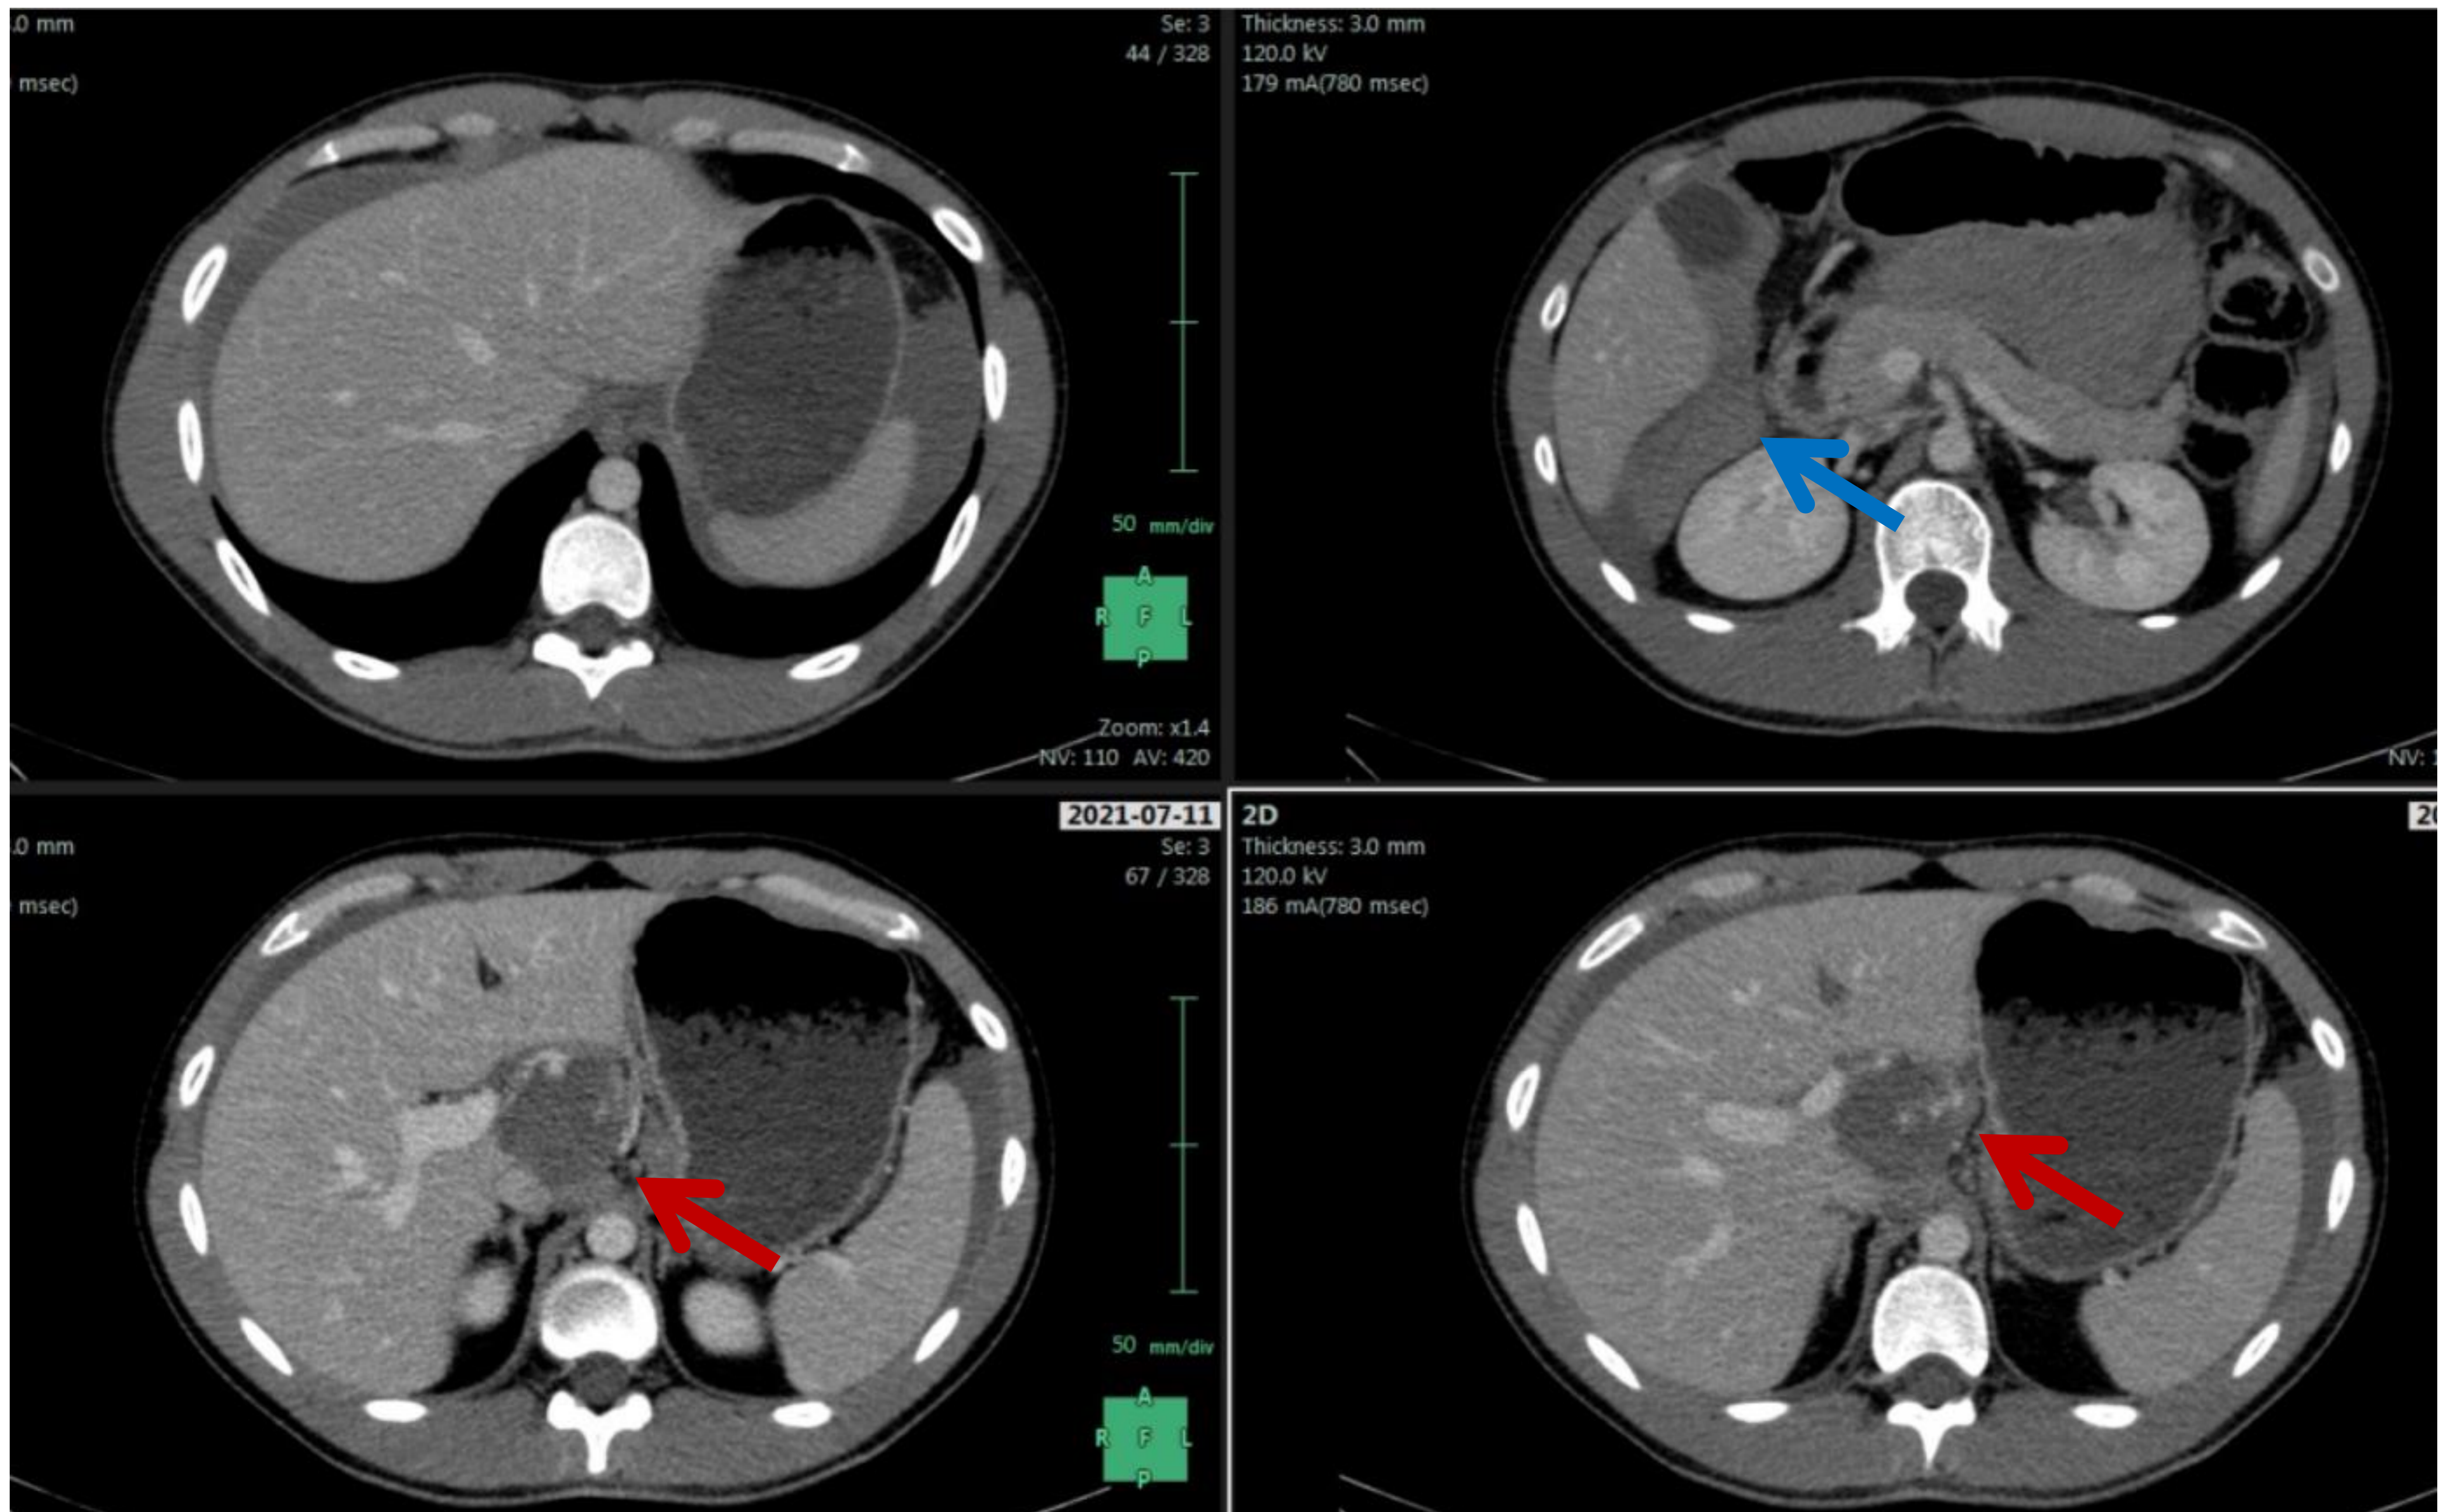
TC abdomino-pélvico con contraste en fase portal, donde se objetiva una lesión focal hepática en el caudado con focos de realce nodular (flechas rojas) y hemoperitoneo adyacente en la región de hilio hepático (flecha azul).
